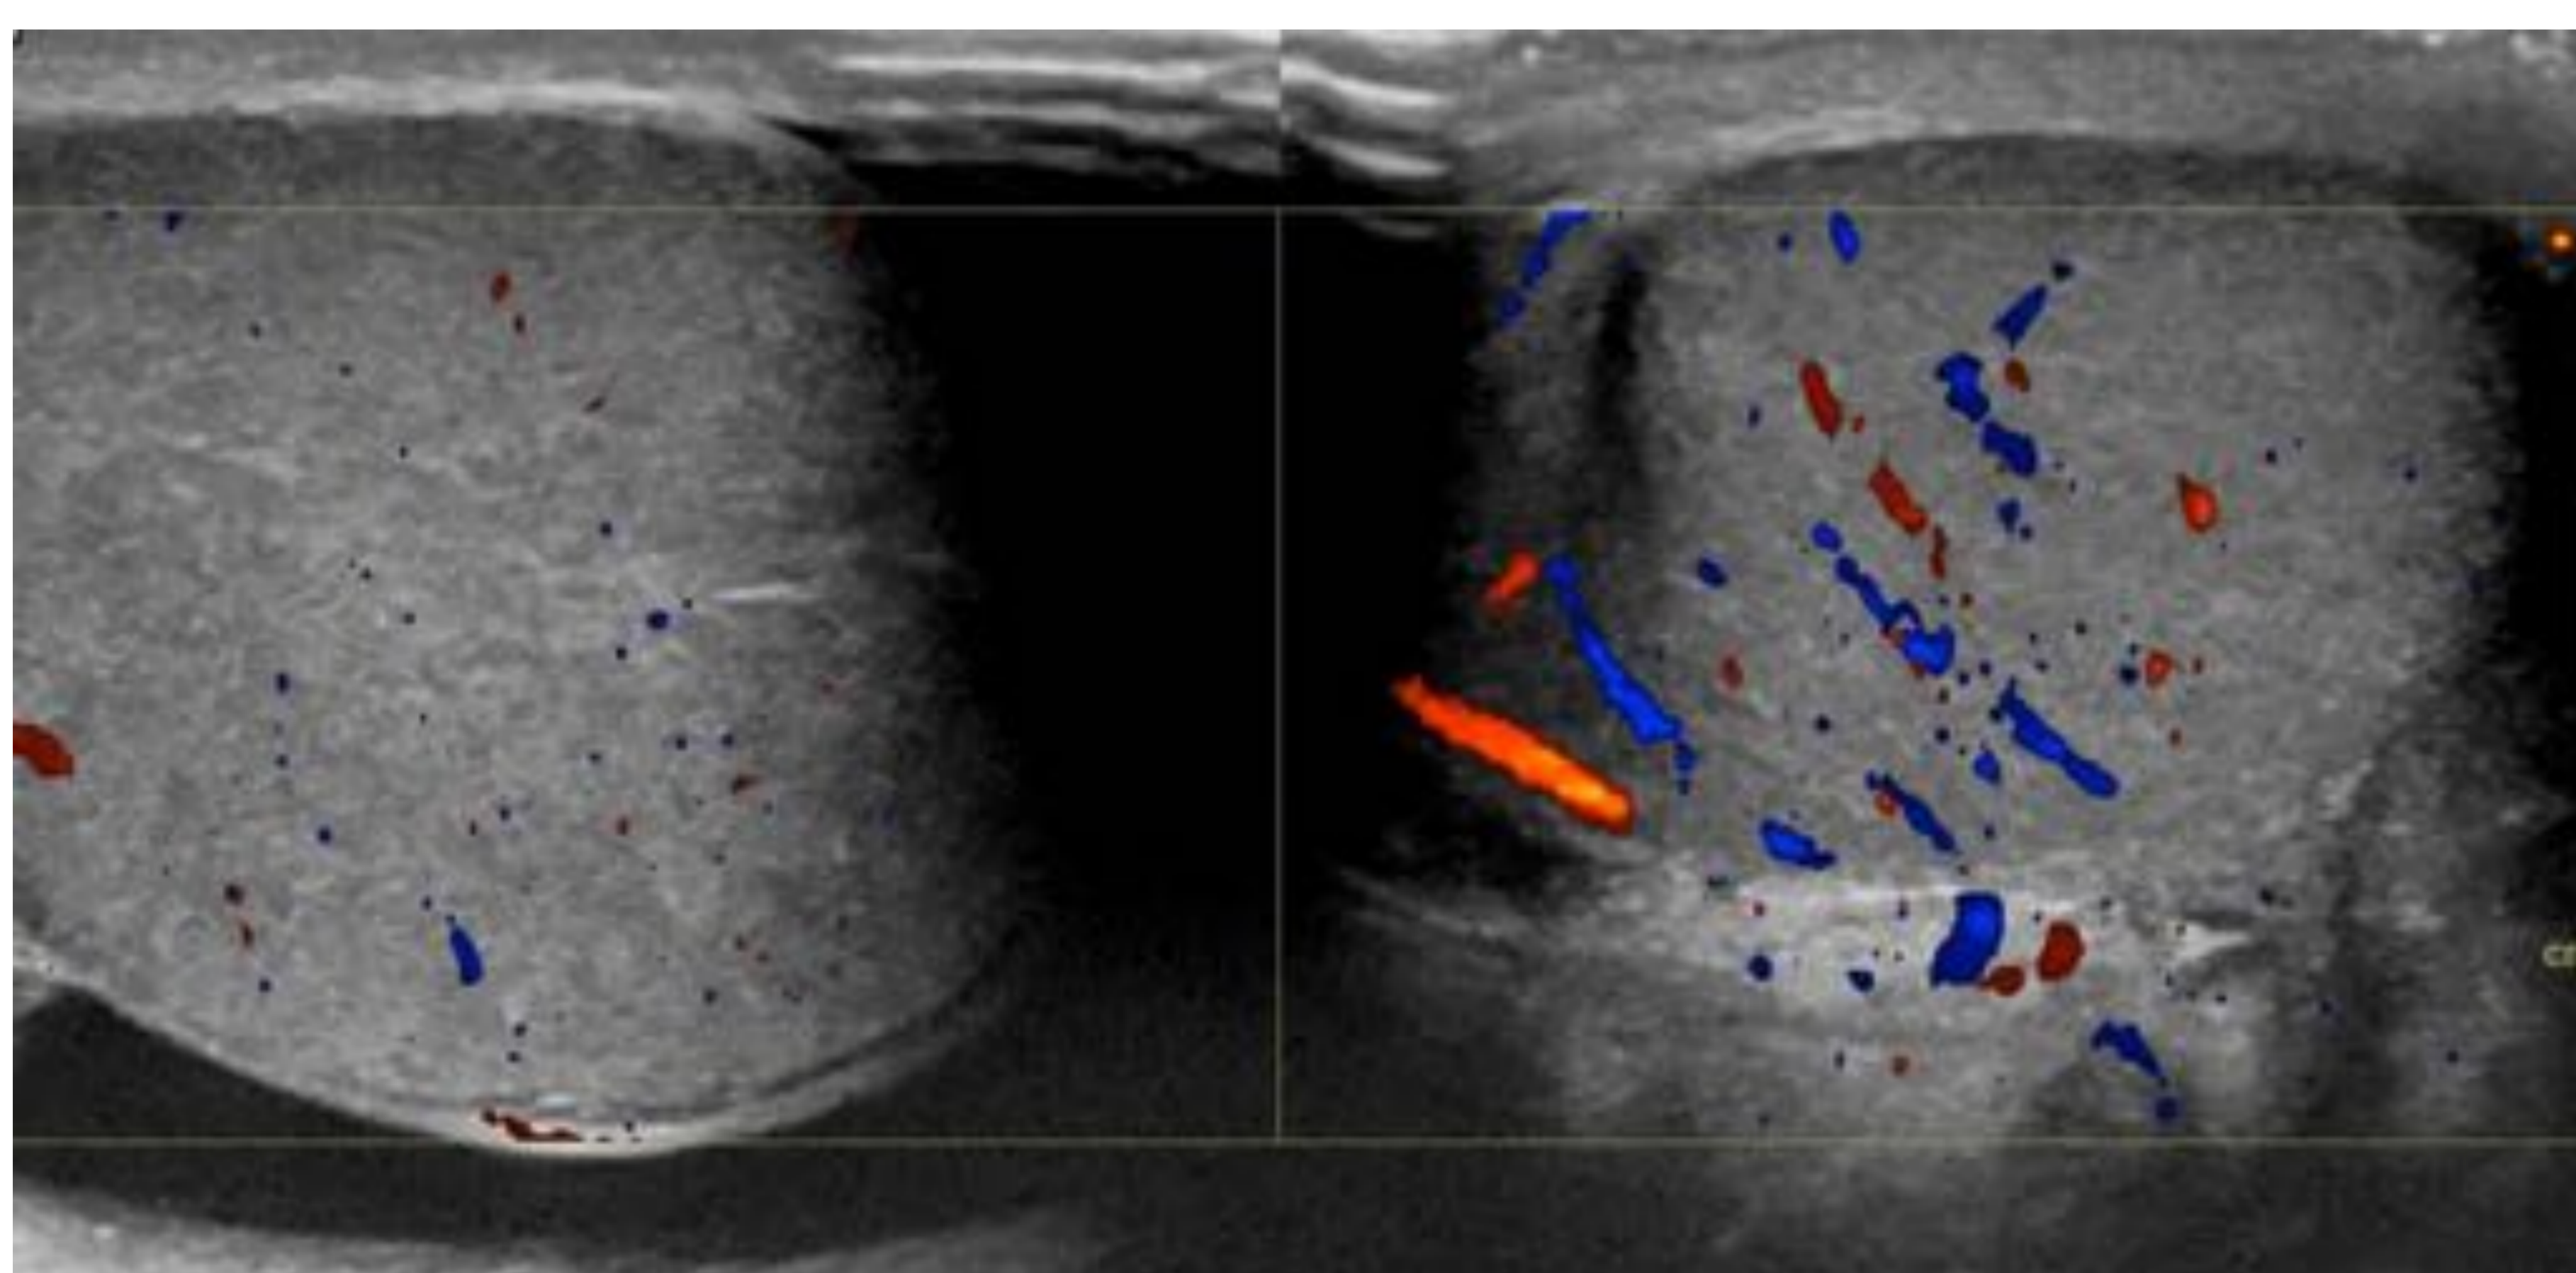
Testículo derecho aumentado de tamaño y con menor flujo mediante el Doppler color en comparación con el contralateral.
